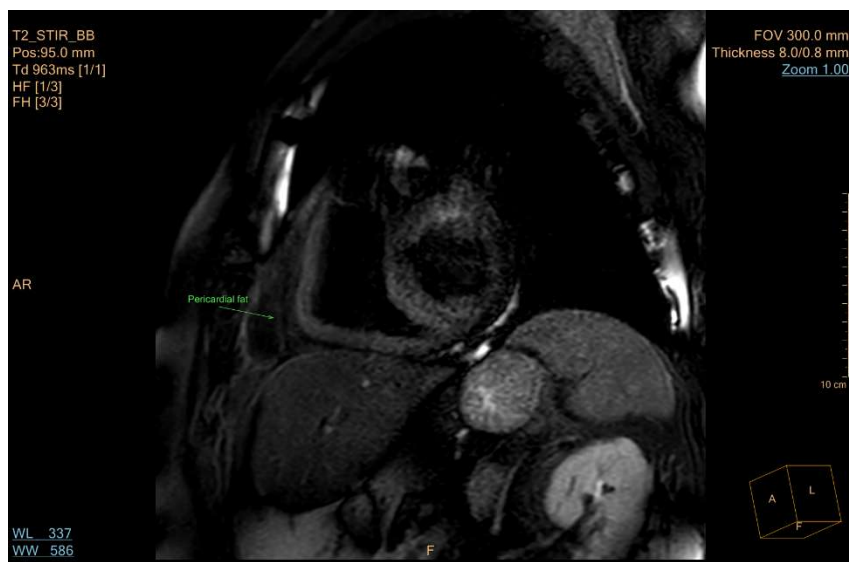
RMN cardiac Philips Ingenia 3T, secvență T2-STIR, vedere în ax scurt, 8 mm, arătând hipo-semnal lateral de ventriculul drept cu semnificația de țesut adipos.
